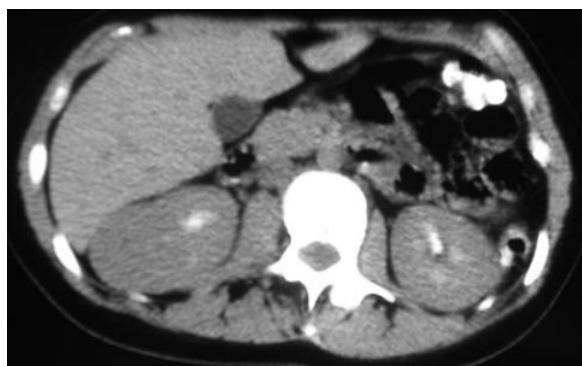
TAC abdominal. Masa renal sólida y homogénea sin densidades grasas.
